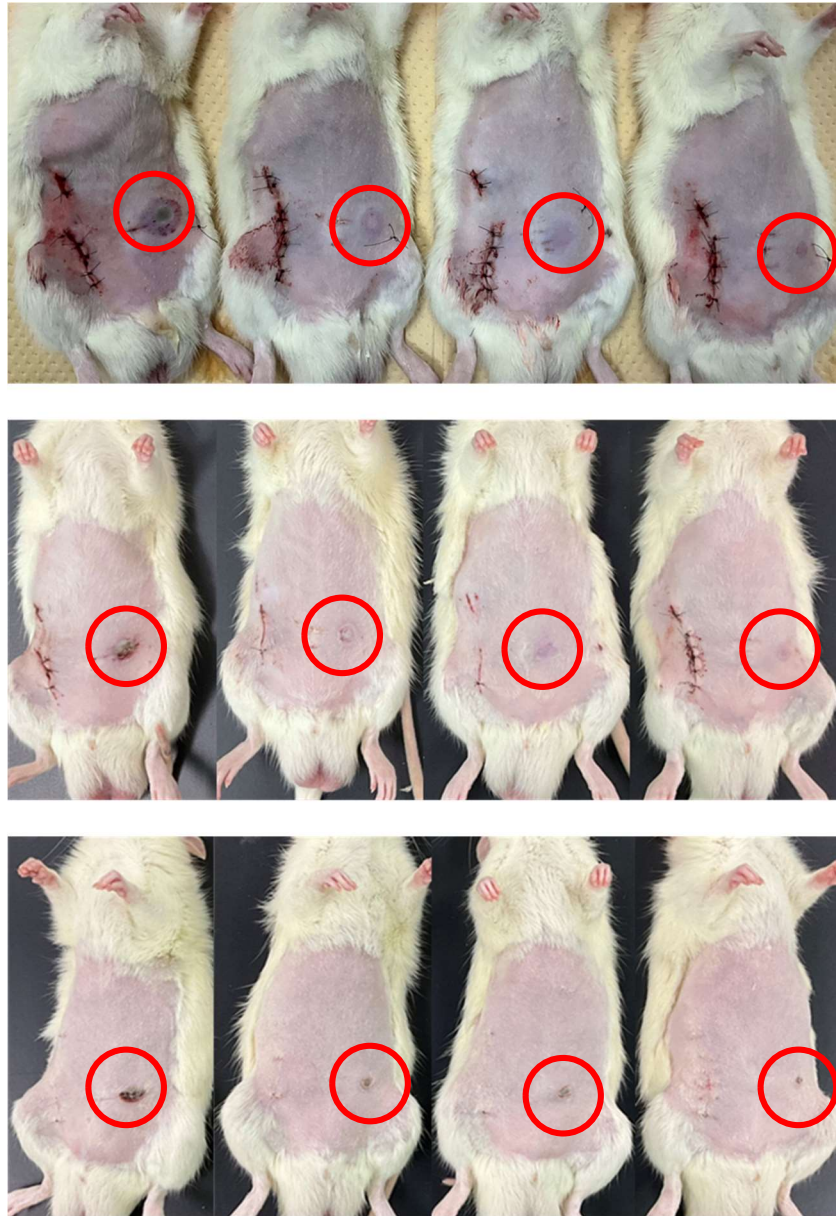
TC-LTT による光温熱治療後の皮膚所見（上段：光温熱終了直後、中段：光温熱後 1 日、下段：光温熱後 7 日）
